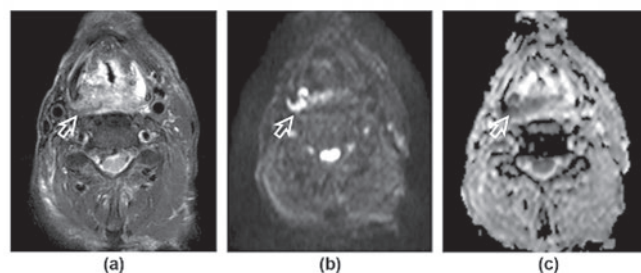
МРТ через 6 недель после химиолучевой терапии опухоли гортани:
